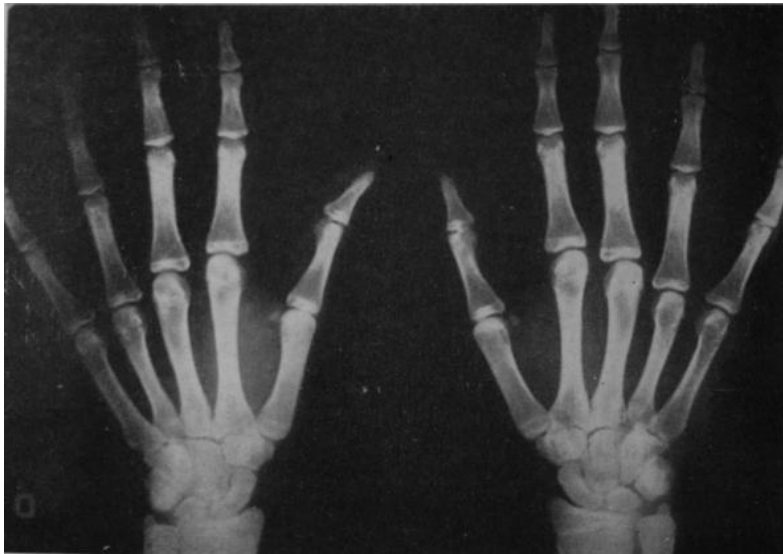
Radiografía anteroposterior de ambas manos, que muestra la gracilidad y longitud de los metacarpianos y todas las falanges.
